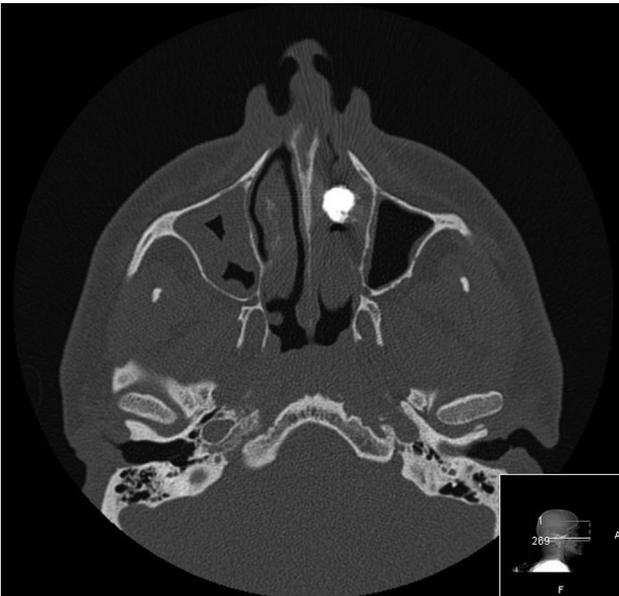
TC craneal, corte coronal en el que se aprecia imagen hiperdensa compatible con rinolito en fosa nasal izquierda. Se aprecia la intensa respuesta inflamatoria de la mucosa nasal periférica al cuerpo extraño.
